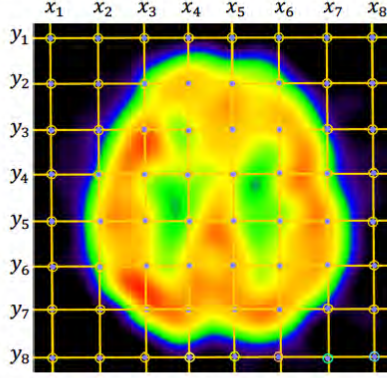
Example a slide of  $^{99m}\text{Tc}$ -ECD SPECT image
